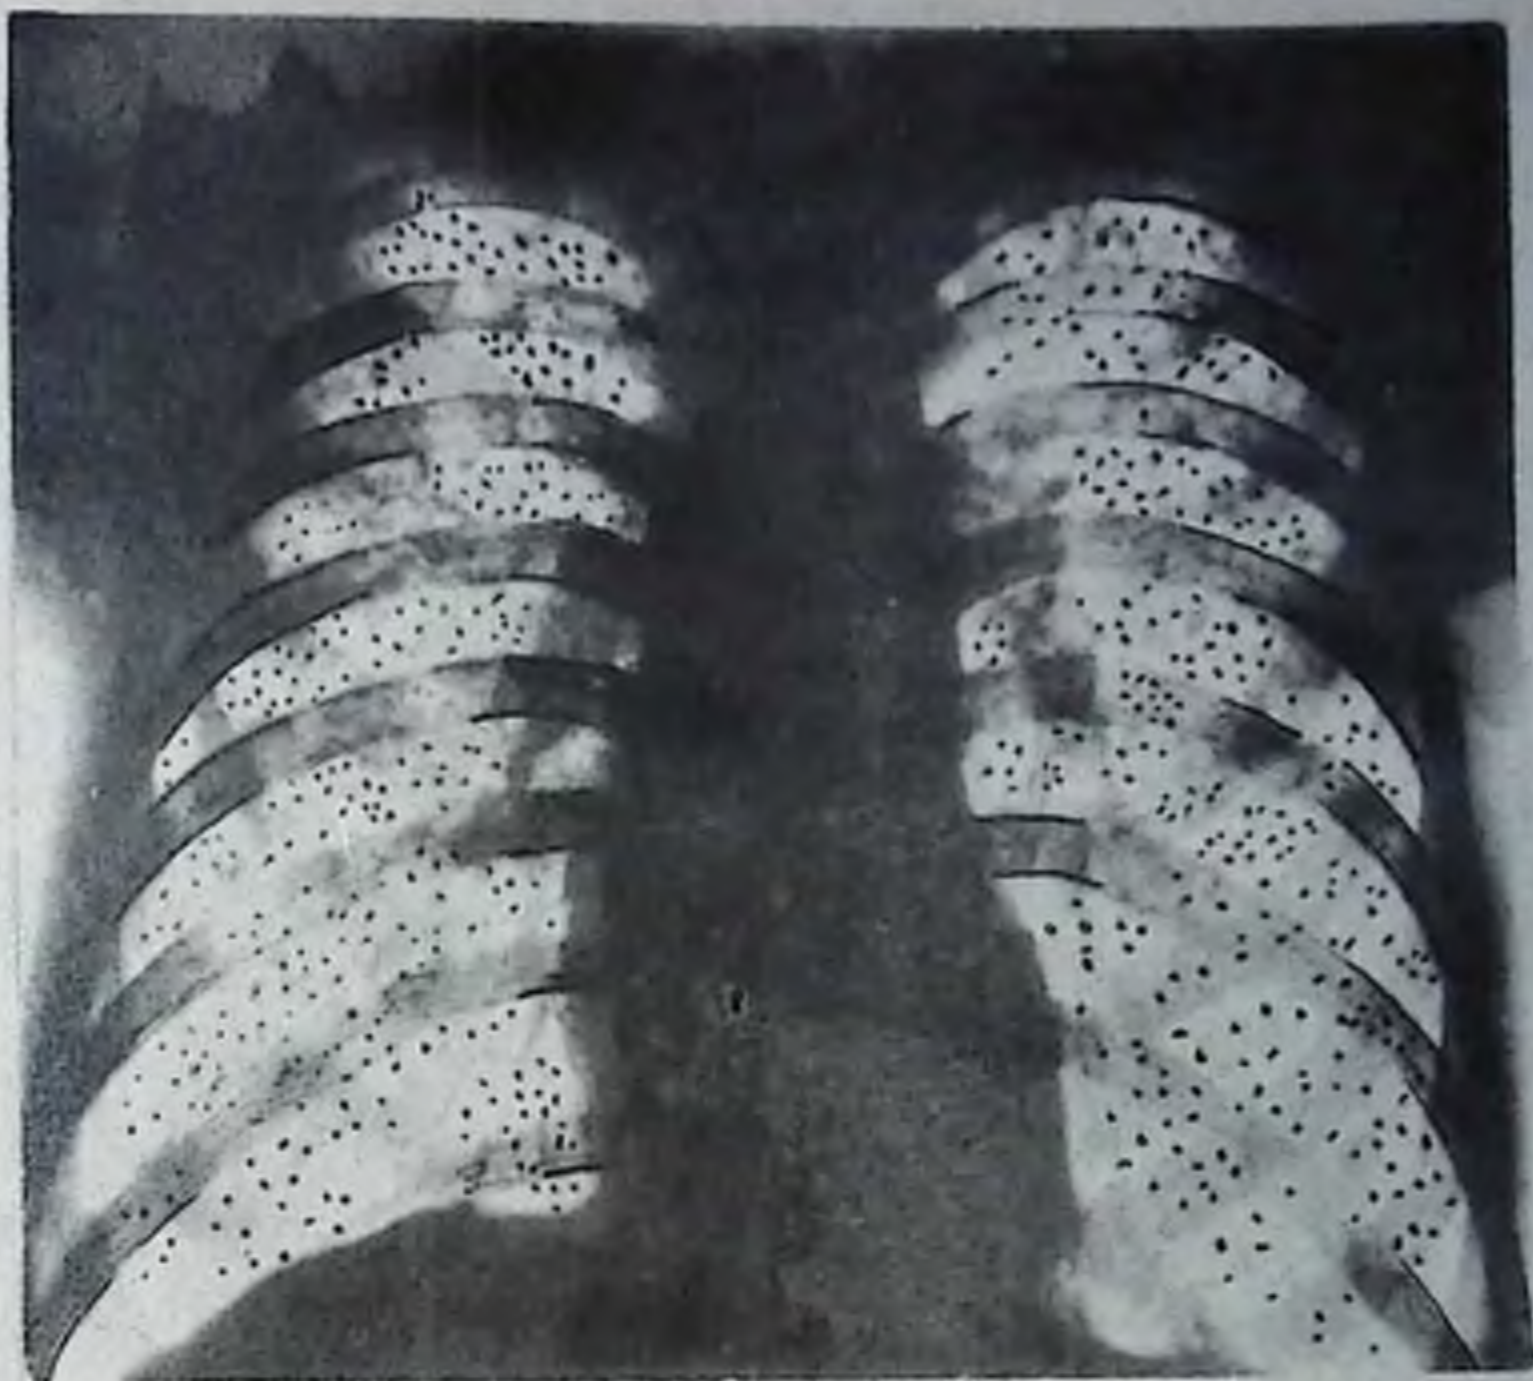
Рентгенограмма грудной клетки в прямой проекции. Двусторонняя диффузная мелкоочаговая диссеминация. Ведущий синдром — диффузная диссеминация. Миллиарный туберкулез легких.
